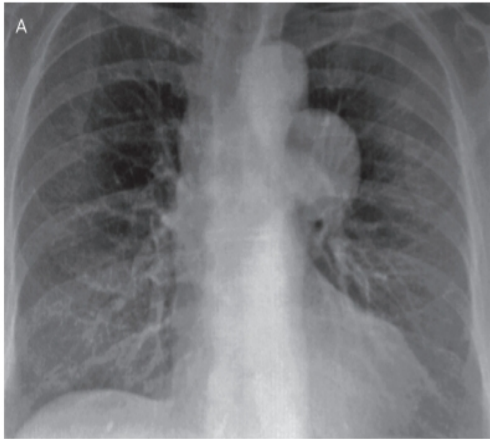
Chest Radiographs for a Patient With Thoracic Aortic Aneurysm Showing a Large Mass in Left Posterior Aspect of Chest. A, Anteroposterior. B, Lateral.
